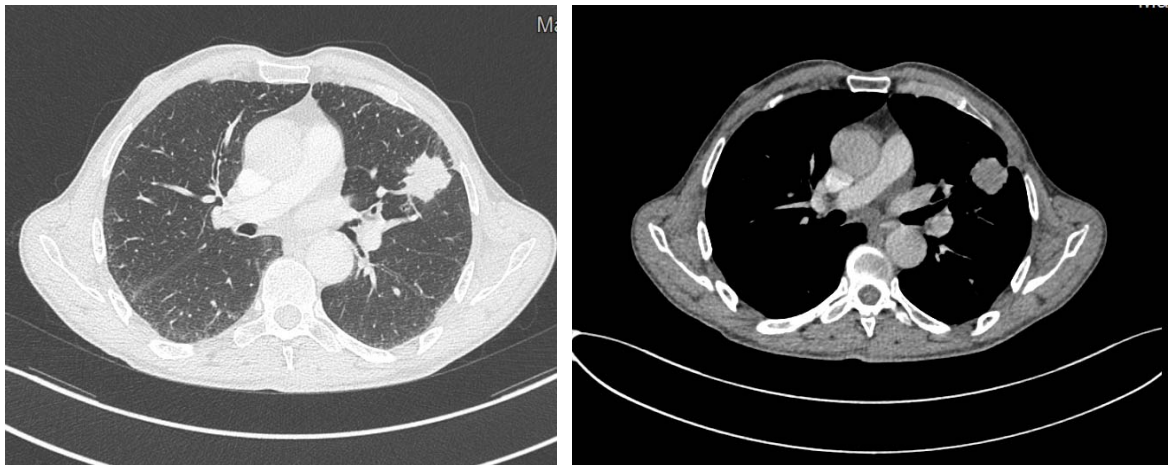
TDM Thoracique d'une lésion nodulaire lingulaire mesurant 28,3 mm de diamètre
